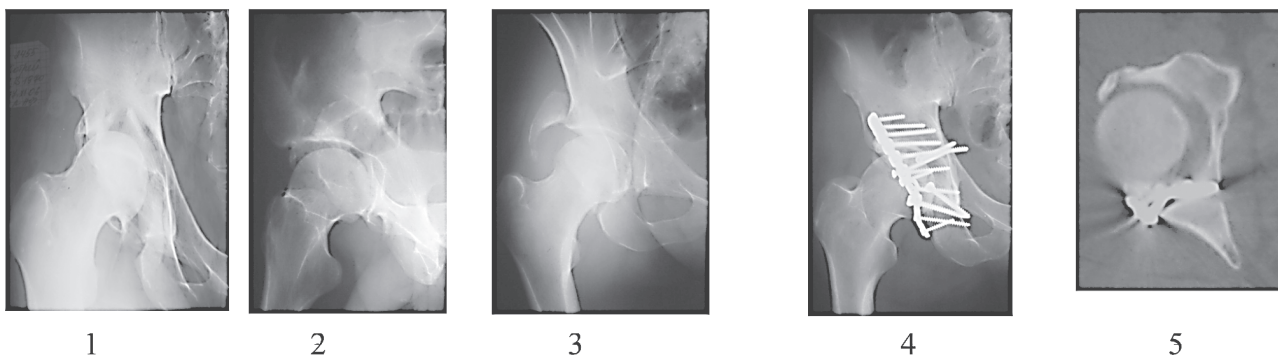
Рентгенограммы и КТ пациента П., остеосинтез перелома F типа пластиной и винтами
